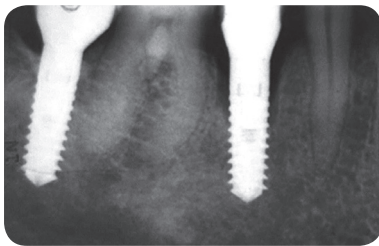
Der zahnärztliche Röntgenfilm zeigt einen deutlichen Verlust des Knochens nach mesial und distal am Implantat 45.
